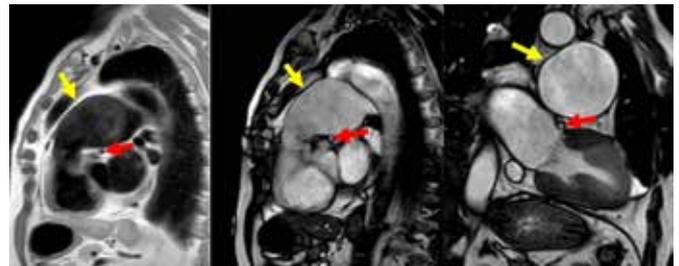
RM com aneurisma de artéria pulmonar (seta amarela) revelando proximidade com coronária esquerda (seta vermelha).
